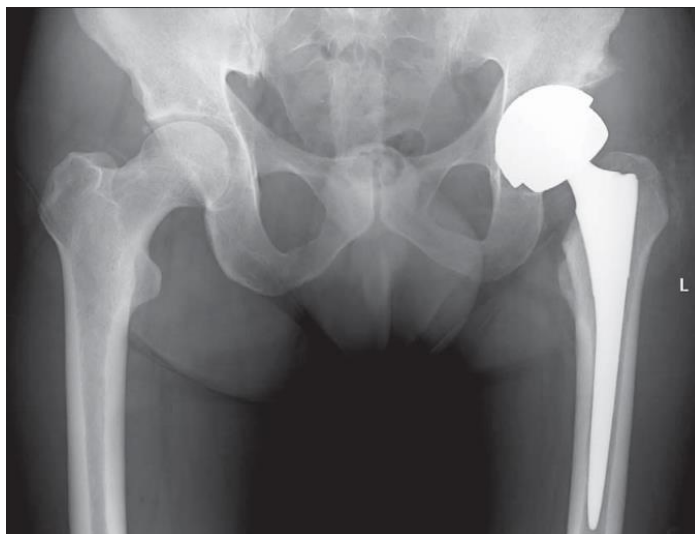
Radiografia de uma articulação da anca submetida a uma ATA. Adaptado de: [10].
